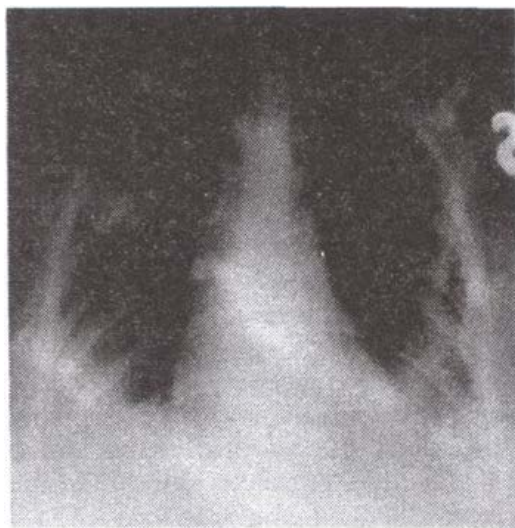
Обзорная рентгенограмма органов клетки больной Ш., 37 лет, на 1-е сутки после операции. Оба легких расправлены, положение трубок оптимальное. Понижение прозрачности легочной ткани на месте ушитых остаточных полостей альвеококка.
